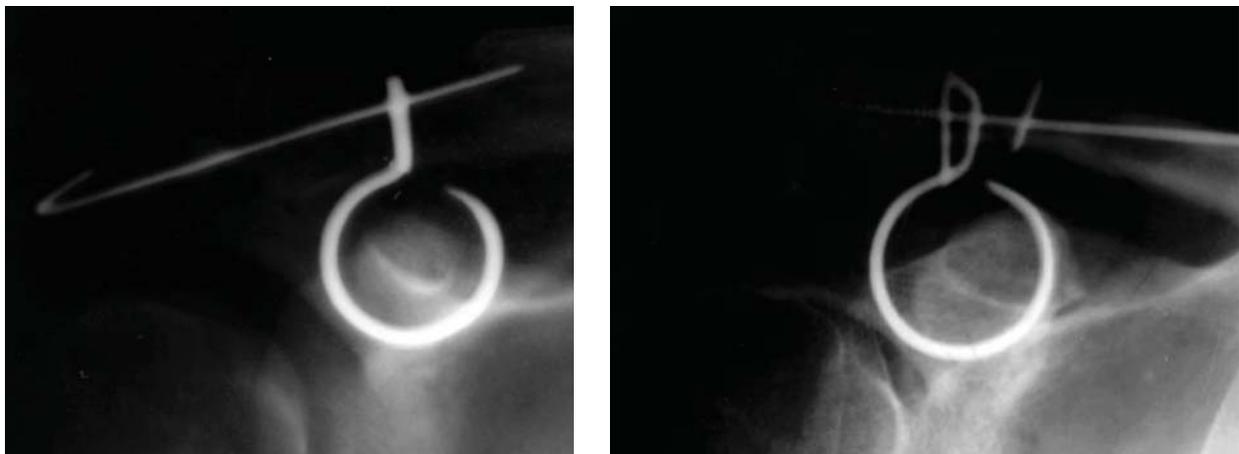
Рентгенограммы больных К., 36 лет, и С., 33 лет – ключицы стабилизированы в горизонтальной и сагиттальной плоскостях скобами с ТМП и спицей Киршнера.
